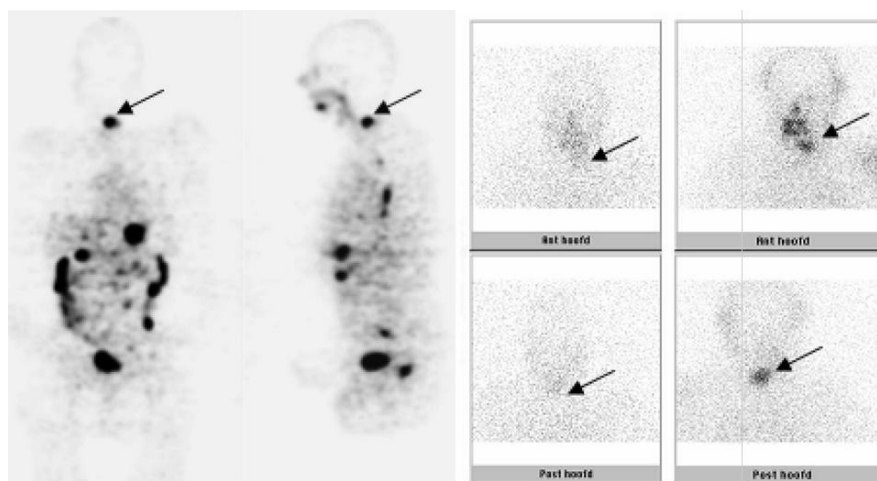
En el panel de la izquierda: Visibilidad de lesión mediante un estudio un PET con I-124. En el margen superior derecho se observa la visibilidad de la lesión tras el tratamiento con ^{131}I WBS. La imagen central muestra la visibilidad prácticamente inapreciable de la lesión con ^{131}I pre tratamiento [2]
